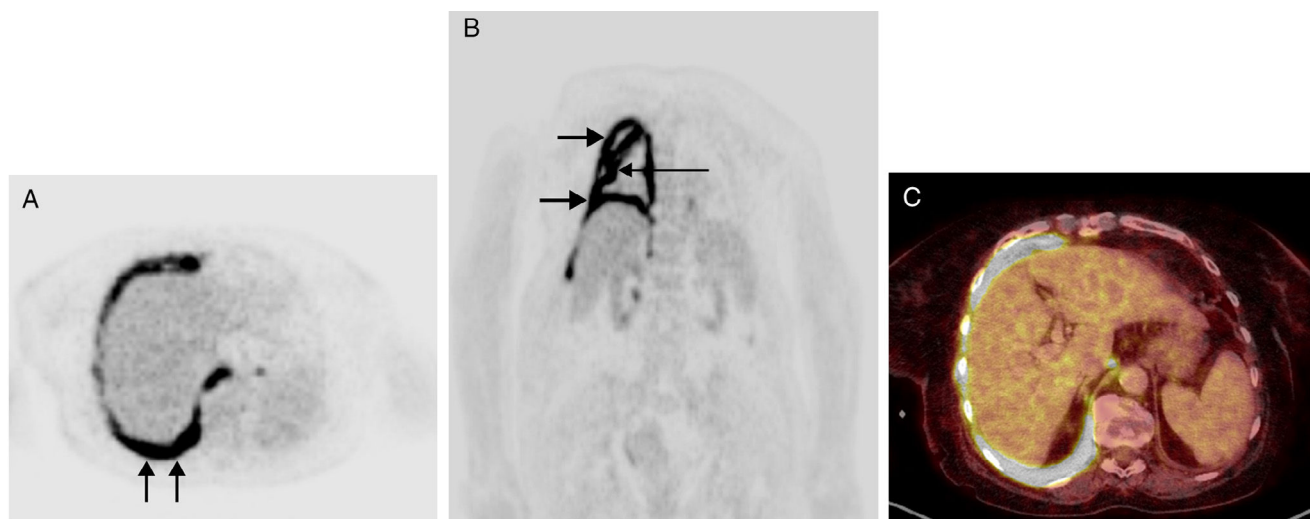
A) Imagen axial PET a nivel del tórax en la que se aprecia un engrosamiento hipermetabólico circunferencial de la superficie pleural del hemitórax derecho. Nótese un mayor engrosamiento de la superficie pleural posterior (flechas). B) Imagen coronal PET en la que se identifica el engrosamiento hipermetabólico de la superficie pleural del hemitórax derecho (flechas cortas). Nótese también la intensa captación de FDG por parte de la cisura mayor (flecha larga). C) Imagen axial de fusión PET/TC en la que se visualiza el marcado engrosamiento hipermetabólico de la superficie pleural del hemitórax derecho a nivel del seno costofrénico posterior. Se tomó la decisión, sobre la base de estas imágenes, de biopsiar esta área.
